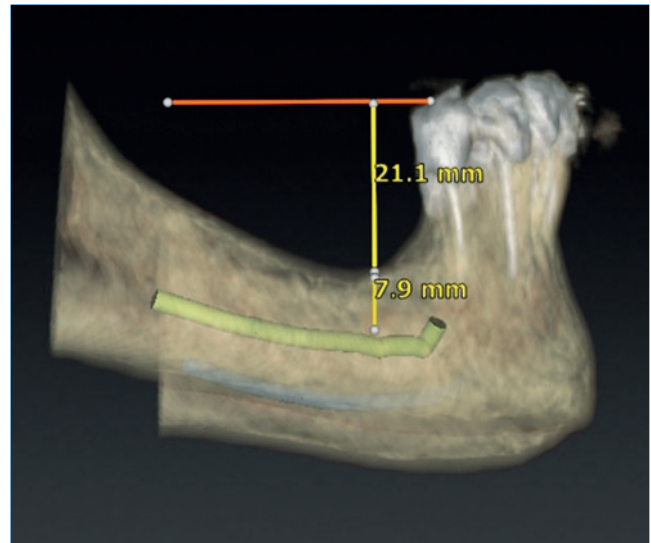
Measurements made directly on computerized tomographys, using 3D models (c).
